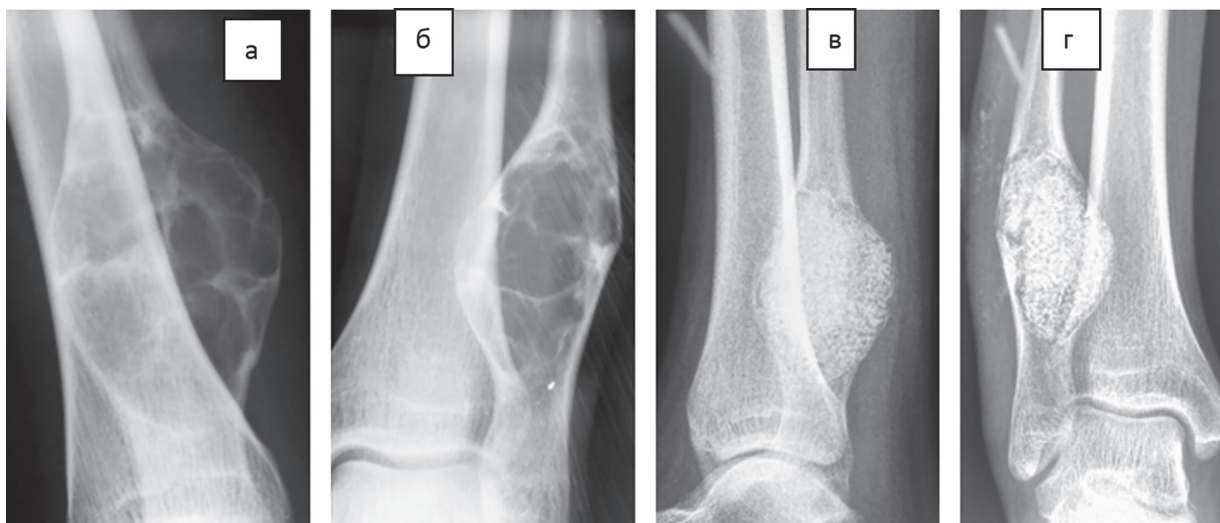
Рентгенограммы пациента А.С. до операции (а и б): вздутие, литическое поражение дистального метадиафиза правой малоберцовой кости без периостита, с истончением кортикального слоя, септированность в виде «мыльных пузырей». После операции (в и г): эксскохлеация и заполнение костной полости гранулами кальция гидроксиапатита.
